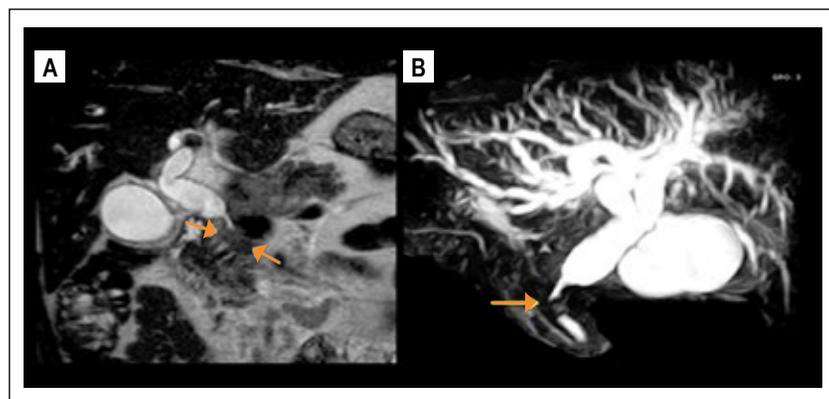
Resonancia Nuclear Magnética. En A y B se observa dilatación de vía biliar intra y extrahepática, con estenosis a nivel del colédoco distal (flechas blancas y amarilla).
